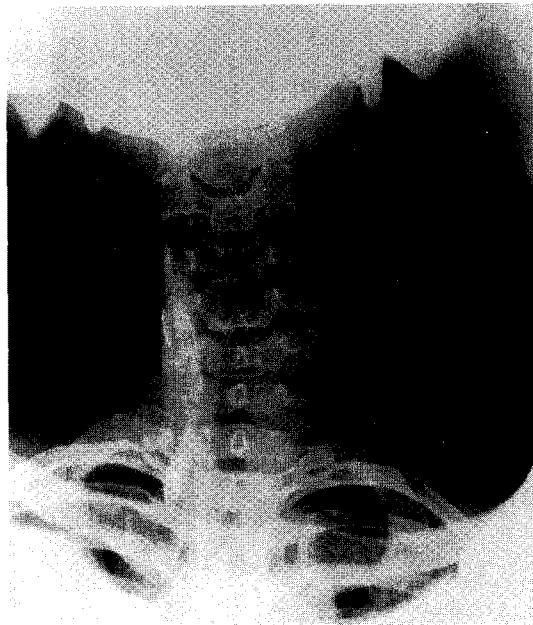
4ml의 용량으로 우측 성상 신경절 차단을 시행한 X선 전후상으로 제4경추부터 제2흉추까지 조영제가 퍼져 있다.
